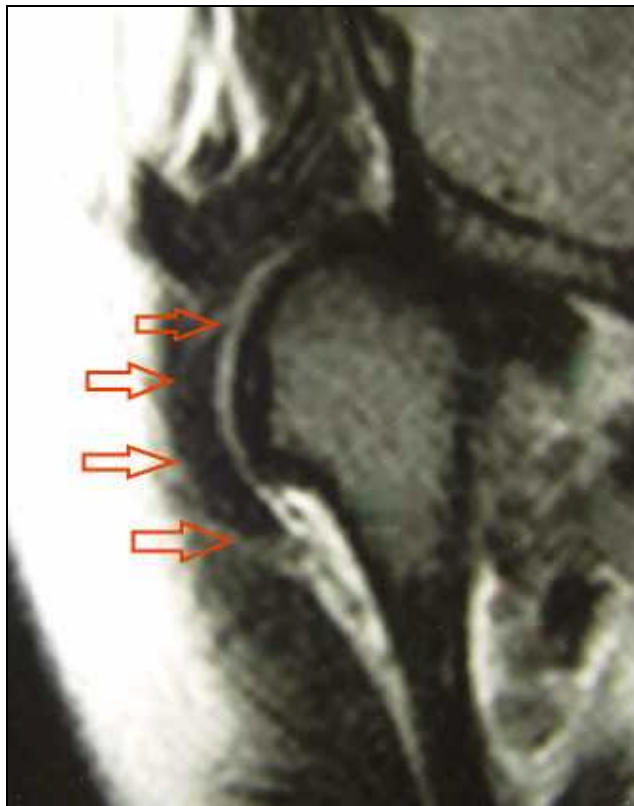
RM em corte coronal da ATM mostrada na Figuras 6.9 (Caso 13), com deslocamento lateral do disco. As setas vermelhas delimitam a porção lateral da cápsula e do disco articular
